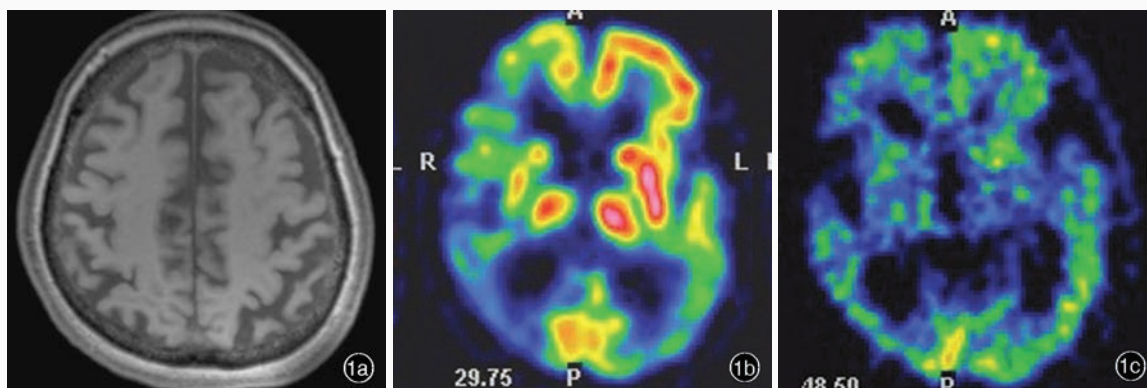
女性患者,57岁,临床诊断为后部皮质萎缩。头部影像学检查所见 1a 横断面T<sub>1</sub>WI显示脑萎缩 1b <sup>18</sup>F-FDG PET显示,双侧额叶、岛叶、扣带回、颞顶联合区皮质和右侧丘脑葡萄糖代谢降低(黄色和绿色区域所示) 1c <sup>11</sup>C-PIB PET显示,双侧额颞顶枕联合区皮质放射性<sup>11</sup>C-PIB滞留(绿色区域所示)、小脑皮质廓清
